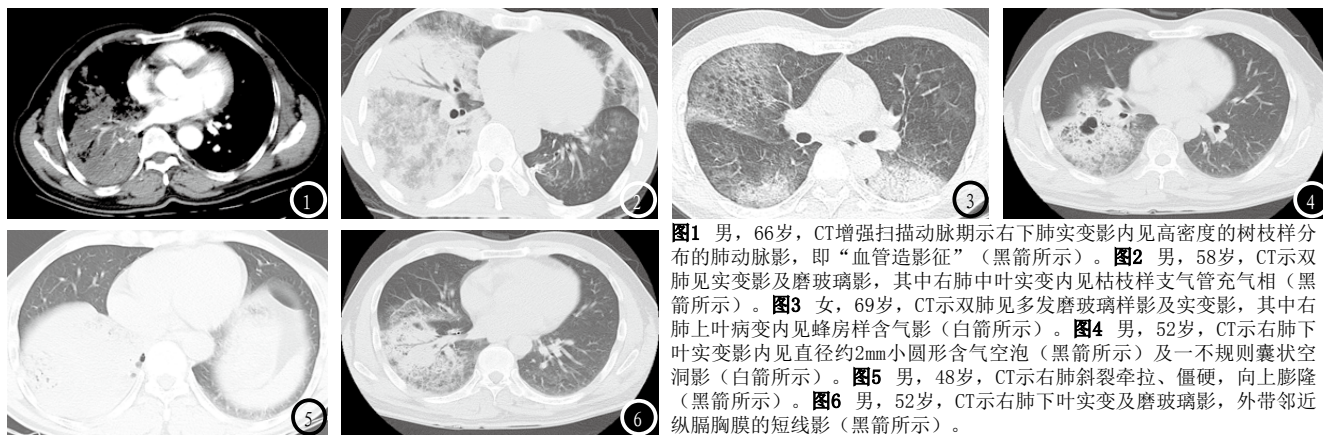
男, 66岁, CT增强扫描动脉期示右下肺实变影内见高密度的树枝样分布的肺动脉影, 即“血管造影征”(黑箭所示)。图2 男, 58岁, CT示双肺见实变影及磨玻璃影, 其中右肺中叶实变内见枯枝样支气管充气相(黑箭所示)。图3 女, 69岁, CT示双肺见多发磨玻璃样影及实变影, 其中右肺上叶病变内见蜂房样含气影(白箭所示)。图4 男, 52岁, CT示右肺下叶实变影内见直径约2mm小圆形含气空泡(黑箭所示)及一不规则囊状空洞影(白箭所示)。图5 男, 48岁, CT示右肺斜裂牵拉、僵硬, 向上膨隆(黑箭所示)。图6 男, 52岁, CT示右肺下叶实变及磨玻璃影, 外带邻近纵膈胸膜的短线影(黑箭所示)。
